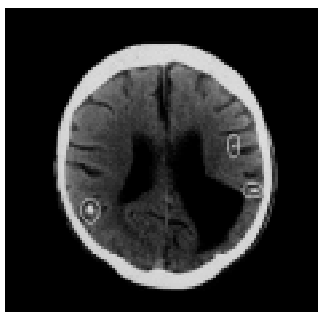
Tomografia com espessura de corte de 8,0mm mostrando três lesões (esq.) e espessura de corte de 2,0mm (dir.) mostrando uma lesão NCA
